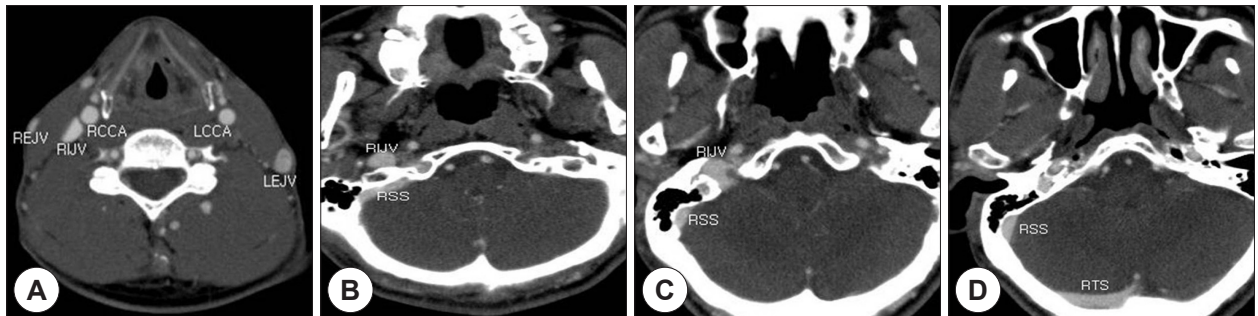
Preoperative neck CT. A : Engorged LEJV was noted and no LIJV was found. B : No LIJV and LSS was found. C, D : No LSS and LTS was found LIJV & RIJV : Left & Right internal jugular vein, LEJV & REJV : Left & Right external jugular vein, LCCA & RCCA : Left & Right common carotid artery, LSS & RSS : Left & Right sigmoid sinus, LTS & RTS : Left & Right transverse sinus.
